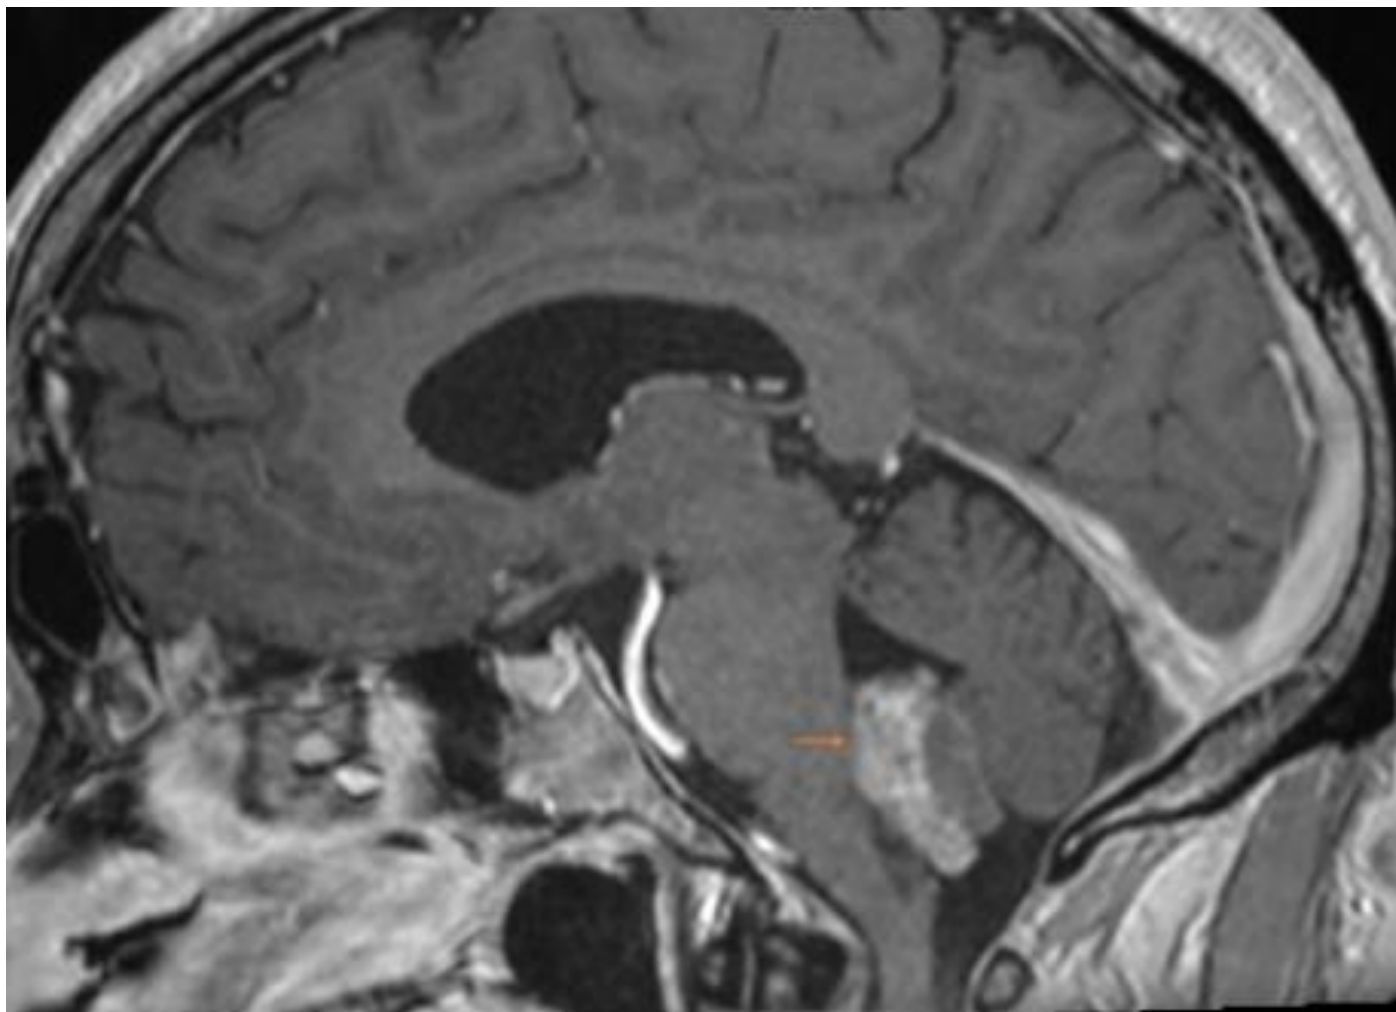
Coupe sagittale médiane en séquence IRM T1 avec injection de gadolinium. Visualisation d'une localisation typique d'un épendymome au tiers inférieur du 4^e ventricule (flèche orange) passant par la fissure cérébello-médullaire en bas.
